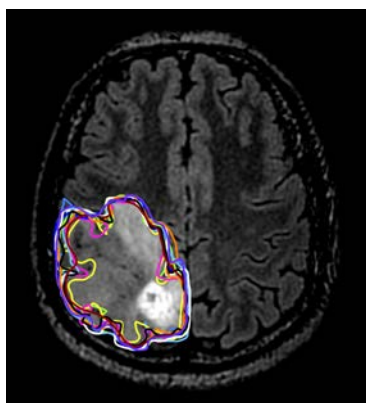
Exemple de la segmentation manuelle d'une coupe IRM avec OsiriX. Chaque courbe colorée correspond à la segmentation effectuée par un participant.
